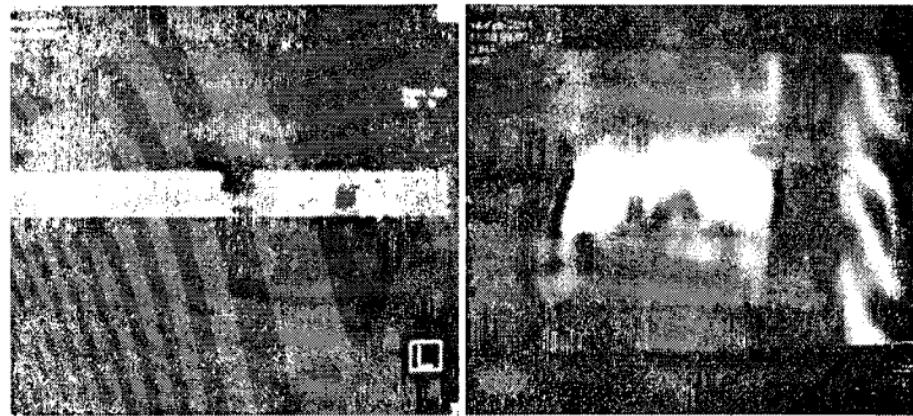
А) КТ исследование после вертебропластики (первые сутки); б) КТ-исследование в динамике (спустя 8 месяцев после произведенной вертебропластики).
